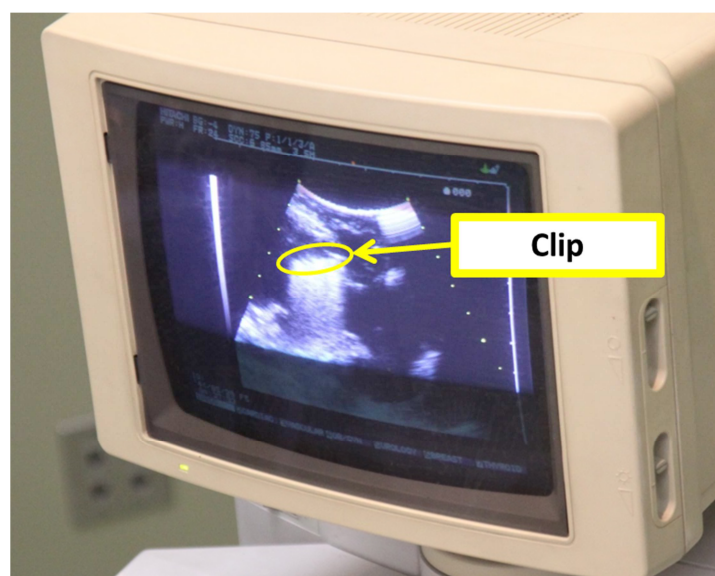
15 Picture of Ultrasonograph
